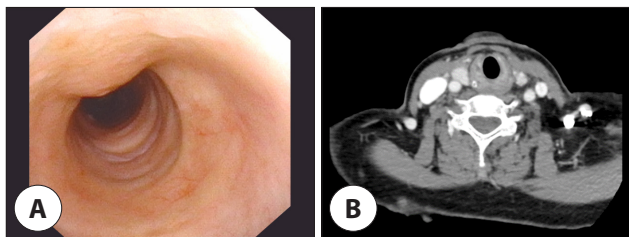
Postoperative imaging. A: Laryngoscopy revealed no recurrence of mass in subglottis. B: CT shows no evidence of recurrence in subglottis. CT: computed tomography.
